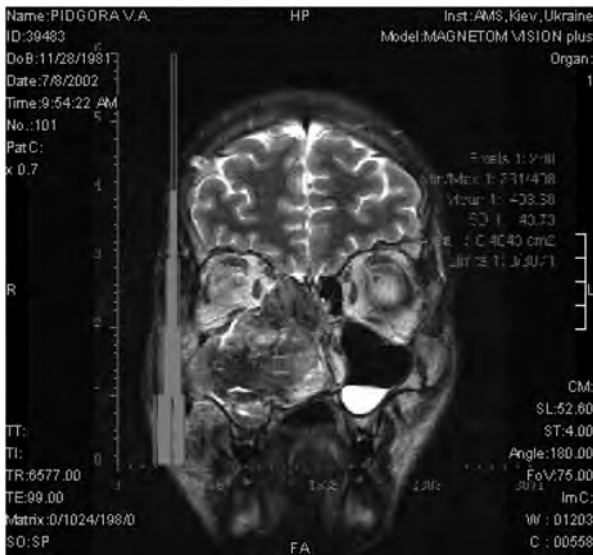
Той самий хворий. МРТ
